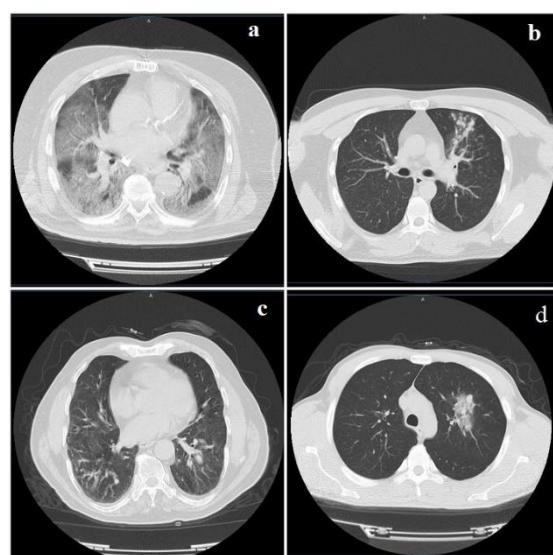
Chest tomography findings: a) ground-glass opacity; b) nodular density; c) mosaic perfusion; d) lobar pneumonia.
